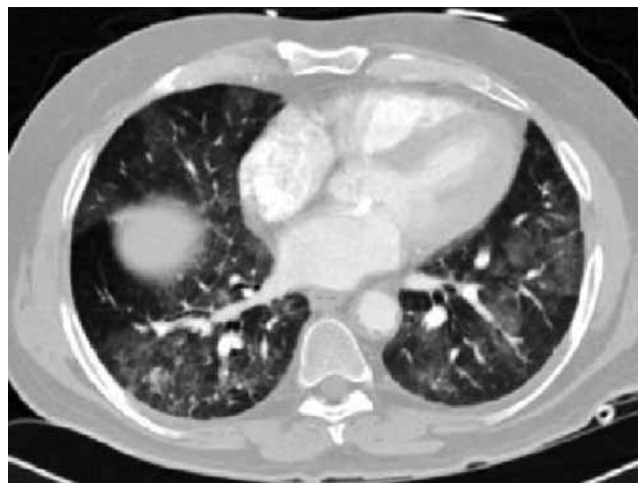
Компьютерная томограмма больного с диффузным альвеолярным кровоизлиянием
